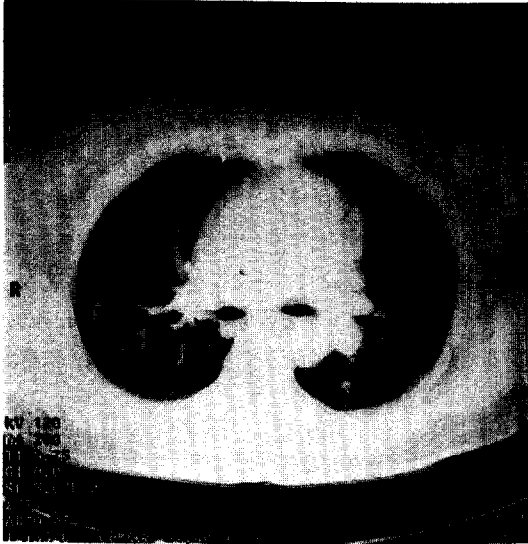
Chest CT showed adjacent vascular structures were not displaced by mass.
